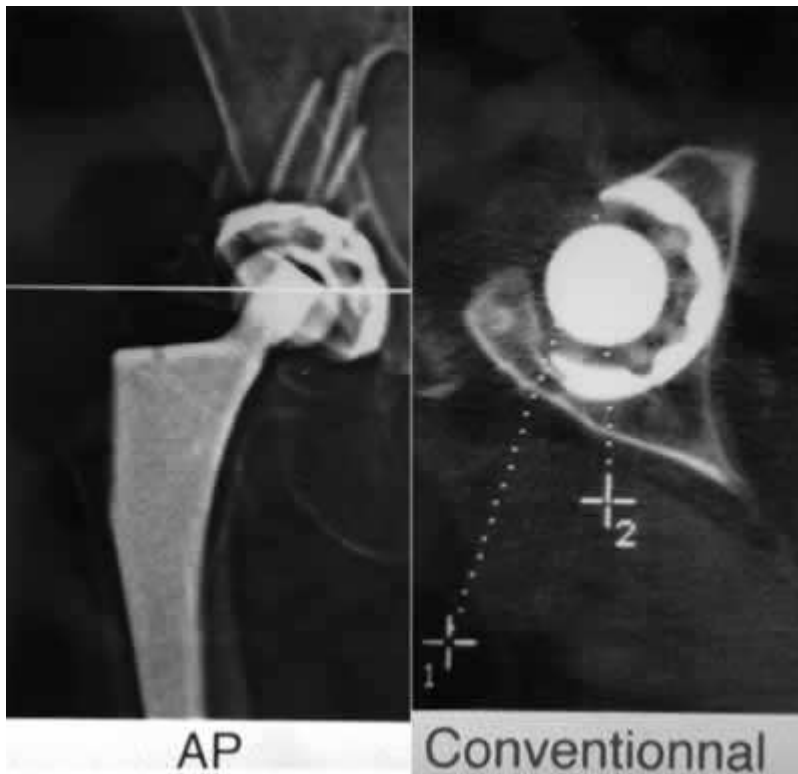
Luxation postérieure récidivante. La TDM montre un composant acétabulaire antéversé, bien qu'il existe un débord postérieur net de la paroi postérieure faisant suspecter une rétroversion. Celle-ci sera confirmée par la mesure de l'antéversion de référence (-15°)
